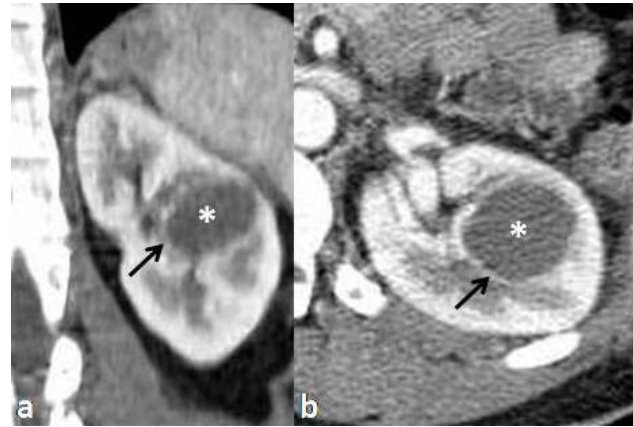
Renal abscess. Coronal (a) and axial (b) contrast-enhanced CT images (corticomedullary phase) show a round low-attenuation collection (*) with enhancing walls (arrows), in the mid pole of the left kidney.
